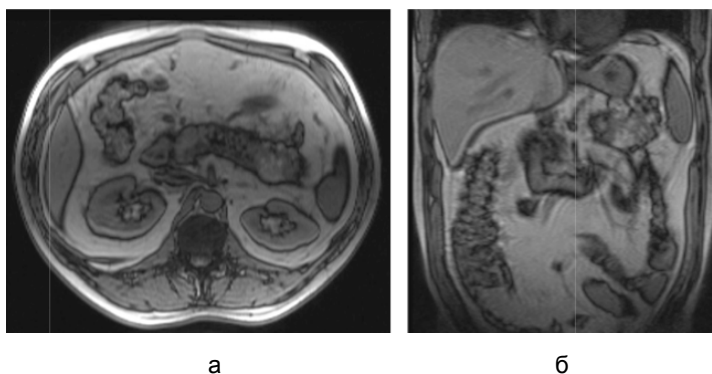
МРТ пациента через 3 недели после приступа острого алкогольного панкреатита:
